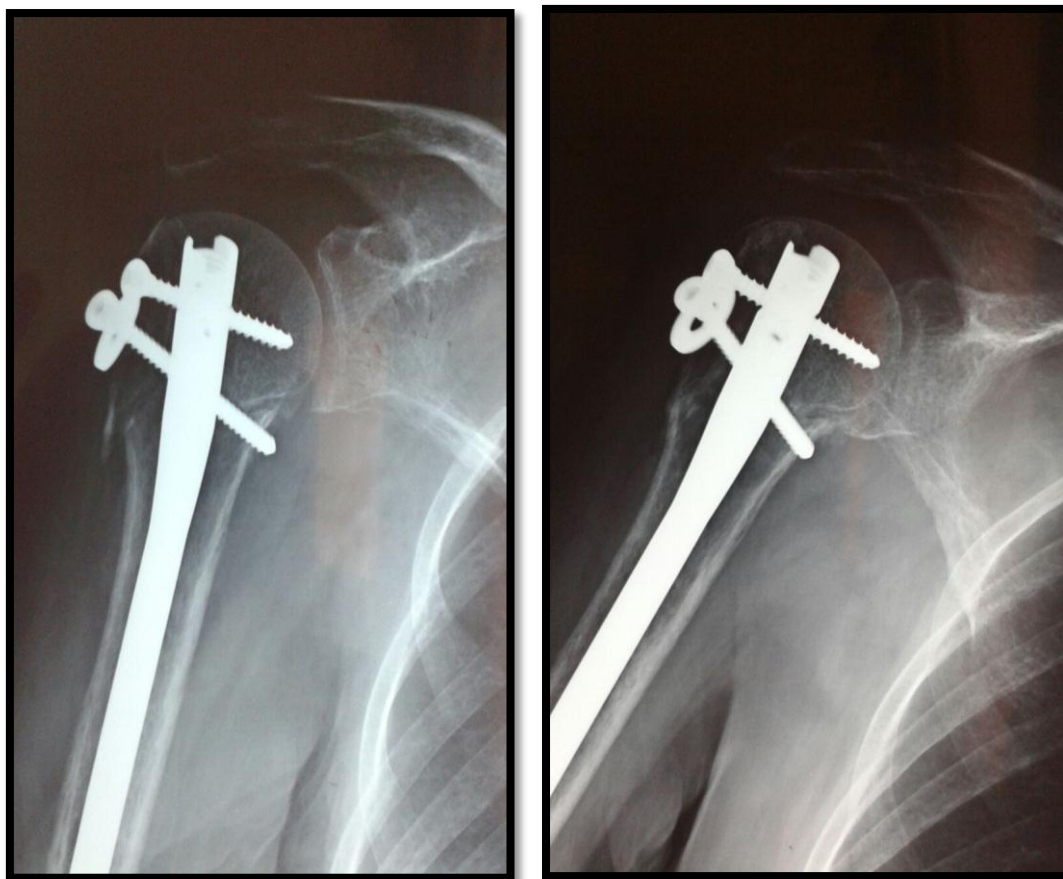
Radiographie de face de contrôle au bout de 6 mois après enclouage centro-médullaire.
